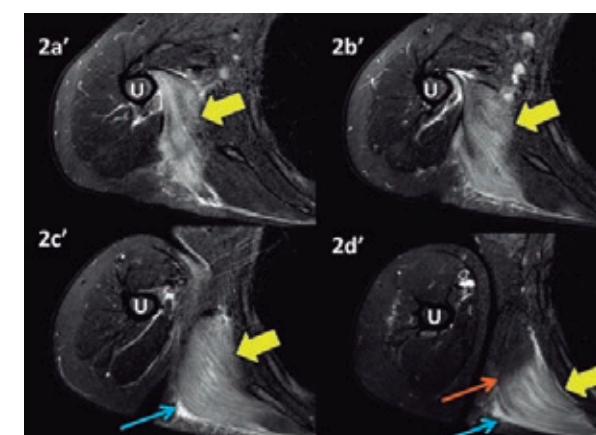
(a-d)': Imagens de RM no plano transversal da cintura escapular na ponderação STIR de superior (2a) para inferior (2d) mostrando edema difuso nos músculos redondo maior (setas amarelas) com discreta infiltração líquida perifascial (setas azuis). Note que o edema respeita o limite das fibras musculares (seta laranja).
